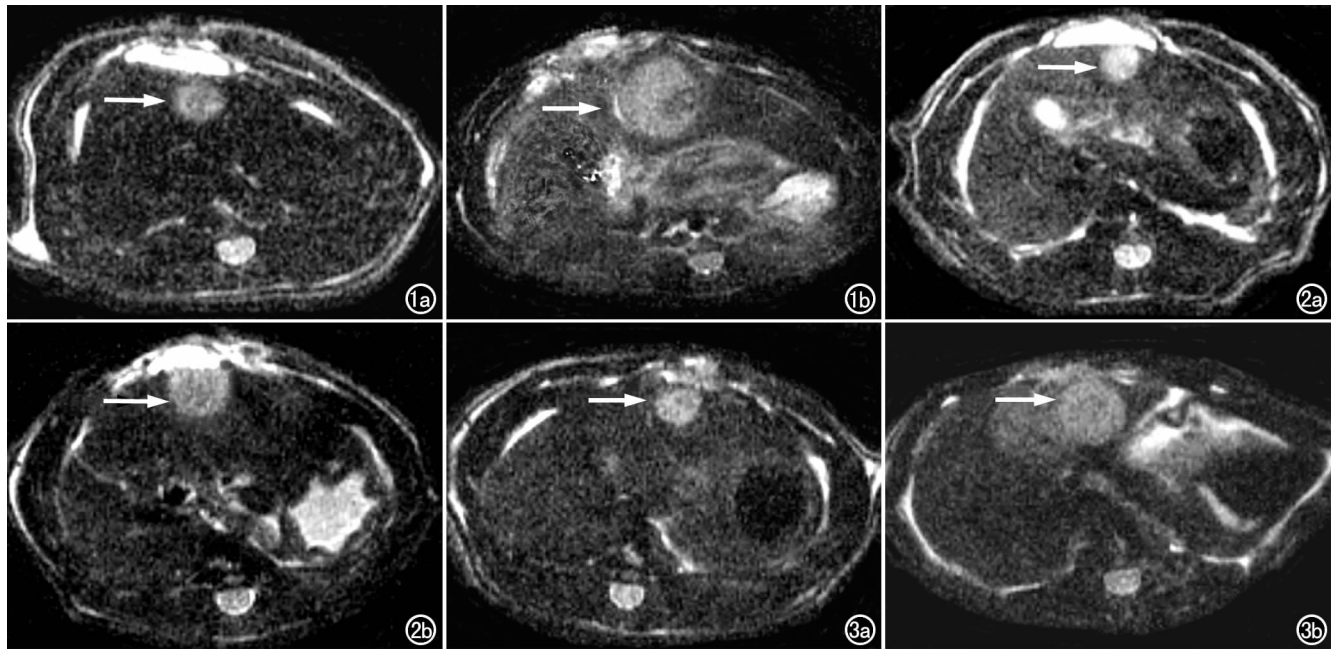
A 组经 TACE 治疗前后肝肿瘤 MRI( $T_2$ WI)表现。a) 介入治疗前肝左叶有一较小的类圆形高信号病灶(箭); b) 介入治疗后肿瘤体积稍增大, 肿瘤内部出现坏死灶(箭), 未见肝内肿瘤转移。图 2 B 组经 TACE 治疗前后肝肿瘤 MRI( $T_2$ WI)表现。a) 介入治疗前肝左叶有一较小的类圆形高信号病灶(箭); b) 经介入治疗后肿瘤体积略增大(箭), 但未见肝内肿瘤坏死和转移。图 3 C 组经 TACE 治疗前后肝肿瘤 MRI( $T_2$ WI)表现。a) 经介入治疗前肝左叶有一较小的类圆形高信号病灶(箭); b) 介入治疗后肿瘤体积与术前相比明显增大(箭), 且发现肝内肿瘤转移。
